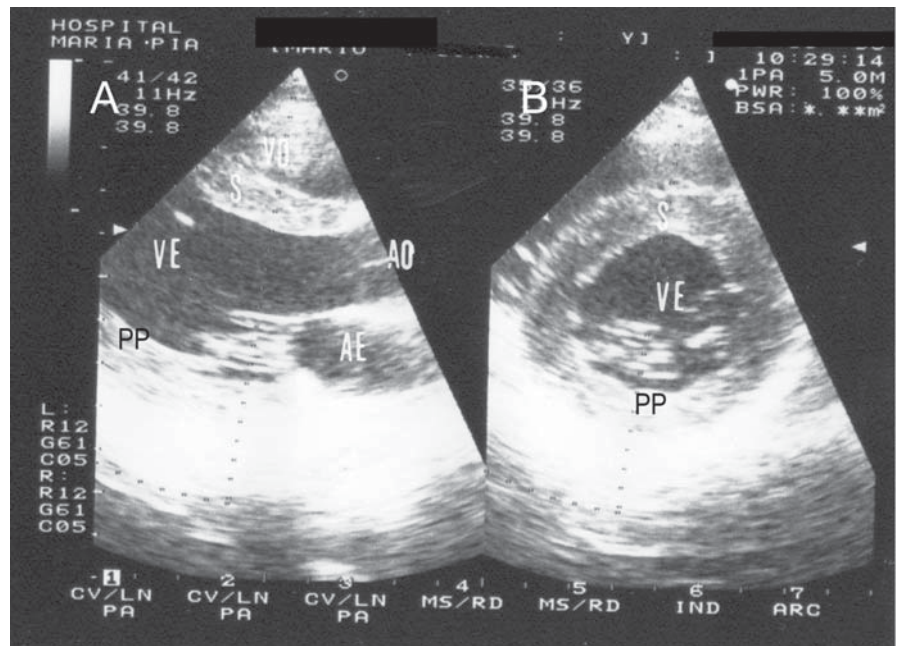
Ecocardiograma bidimensional, eixo longo (A) e eixo curto (B) para-esternal, – CMP hipertrófica do VE (doente com ataxia de Friedreich): observa-se hipertrofia simétrica das paredes do VE
